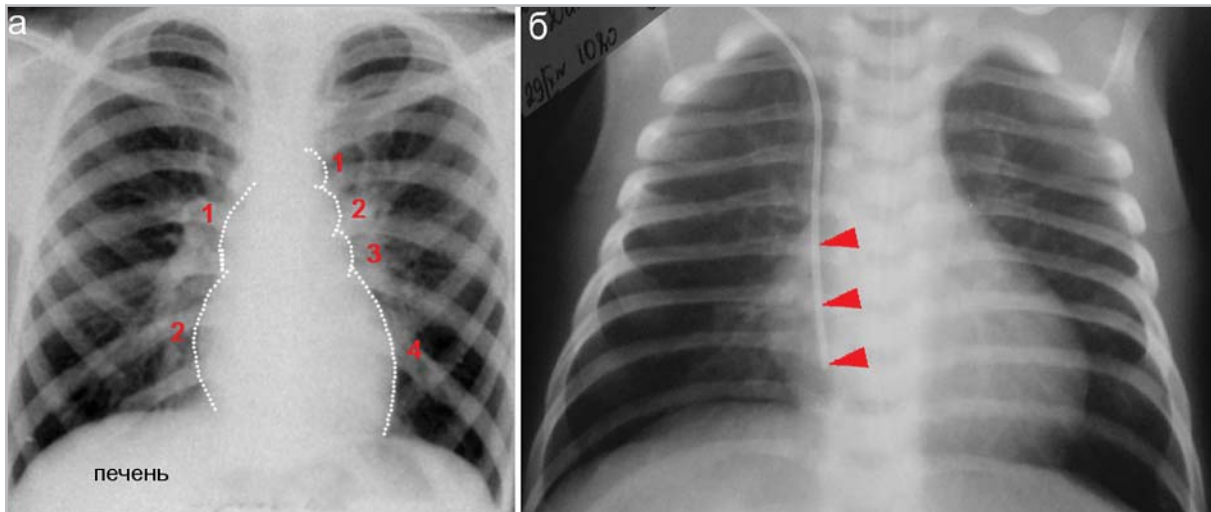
Рентгеновское исследование сердца:
